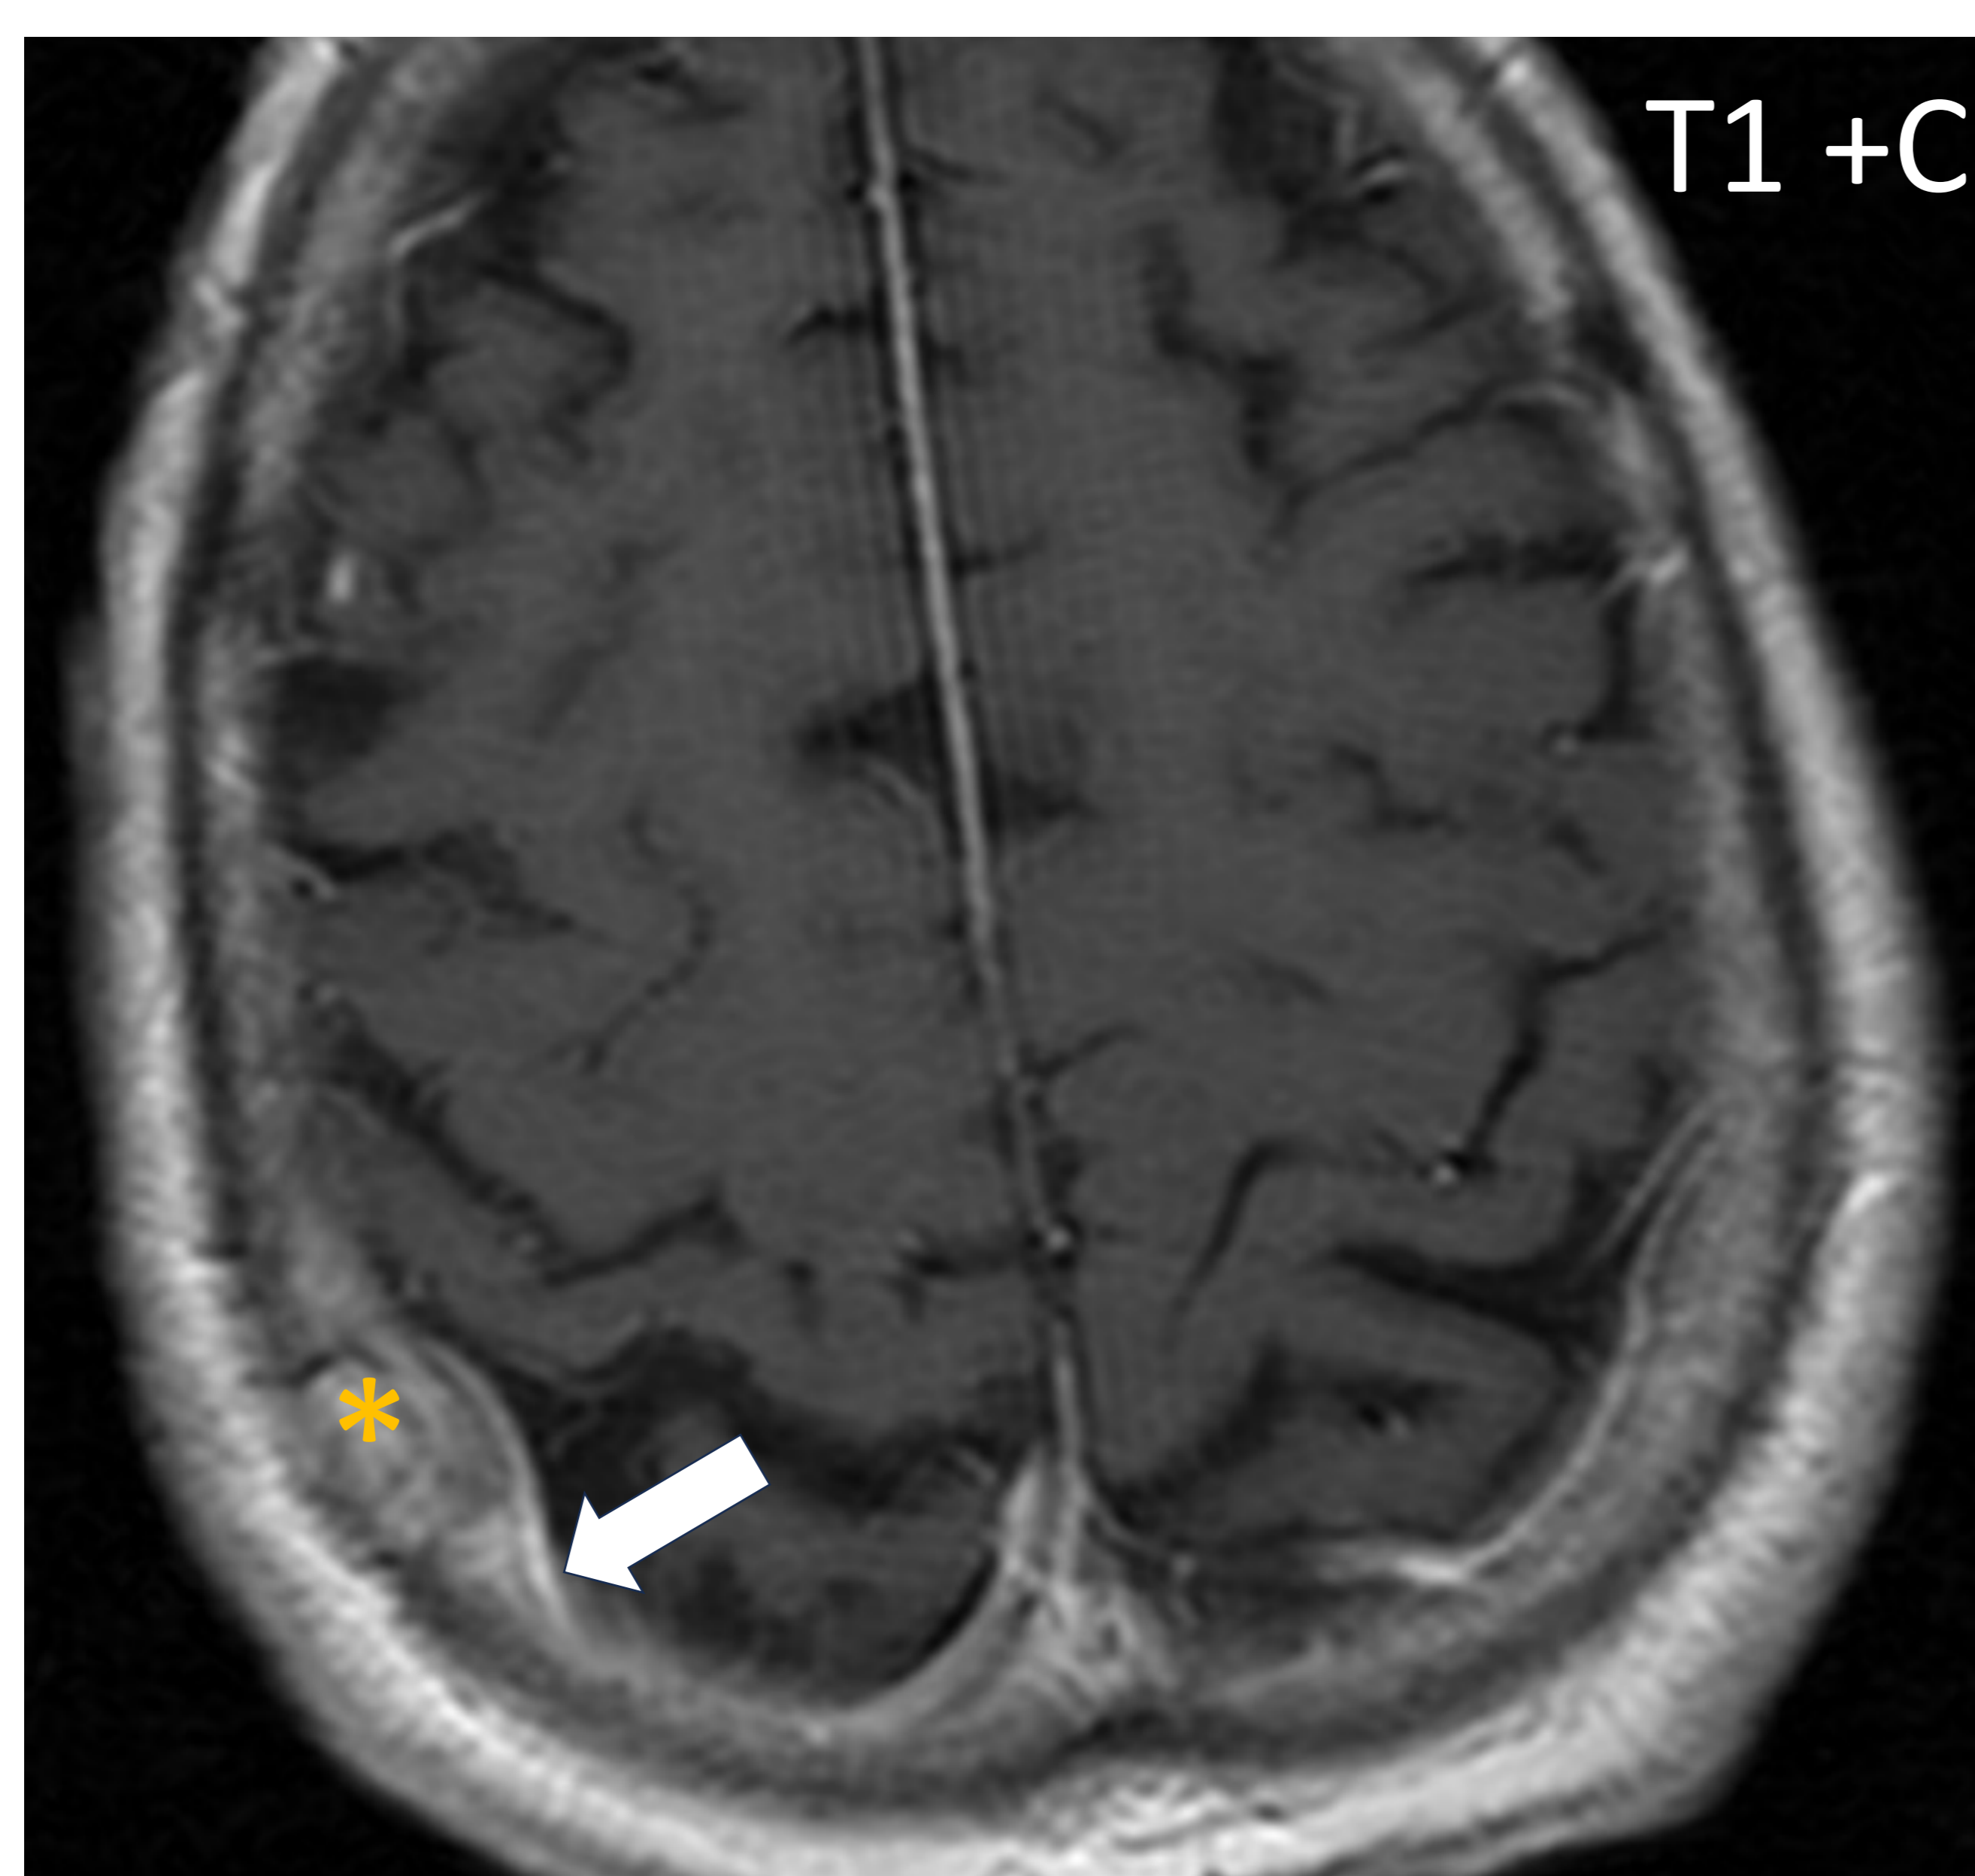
RM craneal del mismo paciente. Se confirma la lesión ósea parietal derecha (círculo). Nótese la extensión intracraneal al espacio extraaxial, realce ávido con contraste (asterisco) y realce de la duramadre adyacente (flecha).
